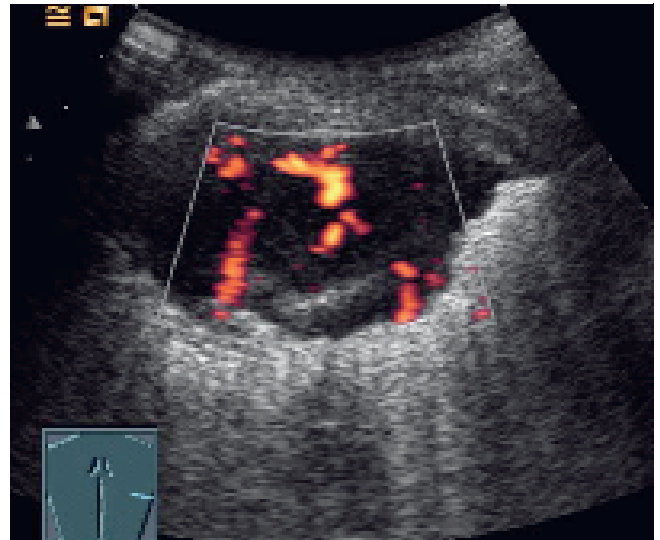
Gefäßzeichen: Durchblutungsstopp in der Farbdopplersonographie.
